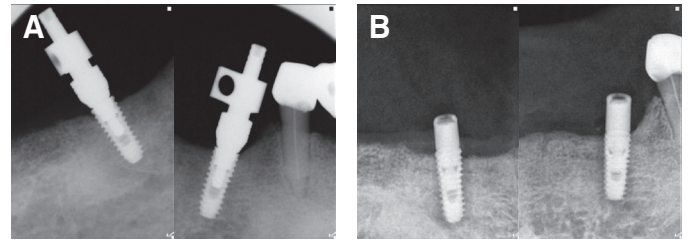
(A) Periapical radiographs of impression coping connection, (B) Periapical radiographs of implants after 3 years of follow-up.
